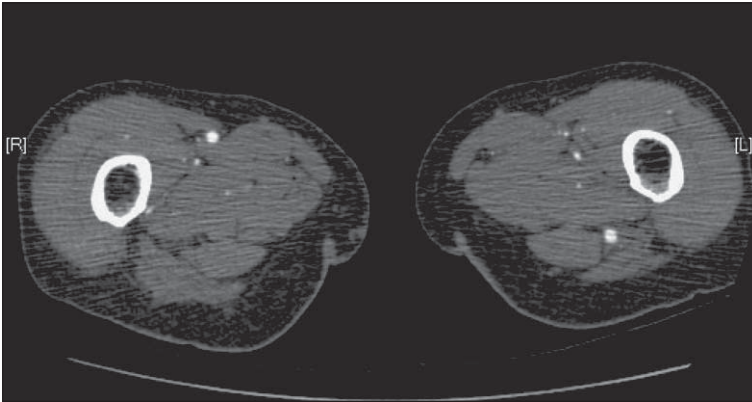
Angio TAC de ACP izquierda en el muslo.
